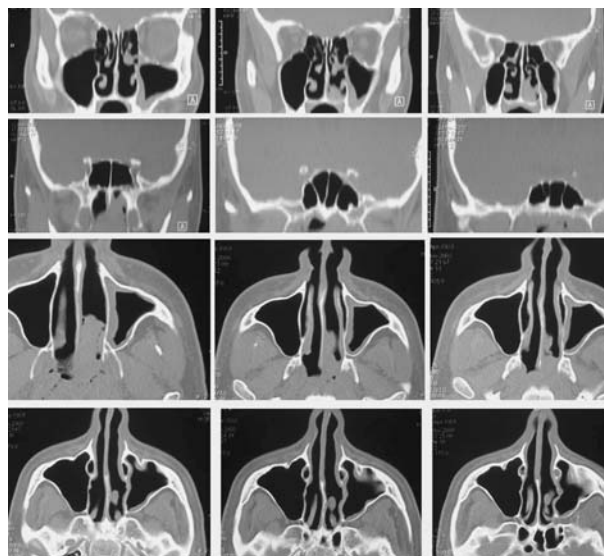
Компьютерная томография полости носа, околоносовых пазух и головного мозга больного Д., 1983 года рождения, с диагнозом эстезионейробластома.
